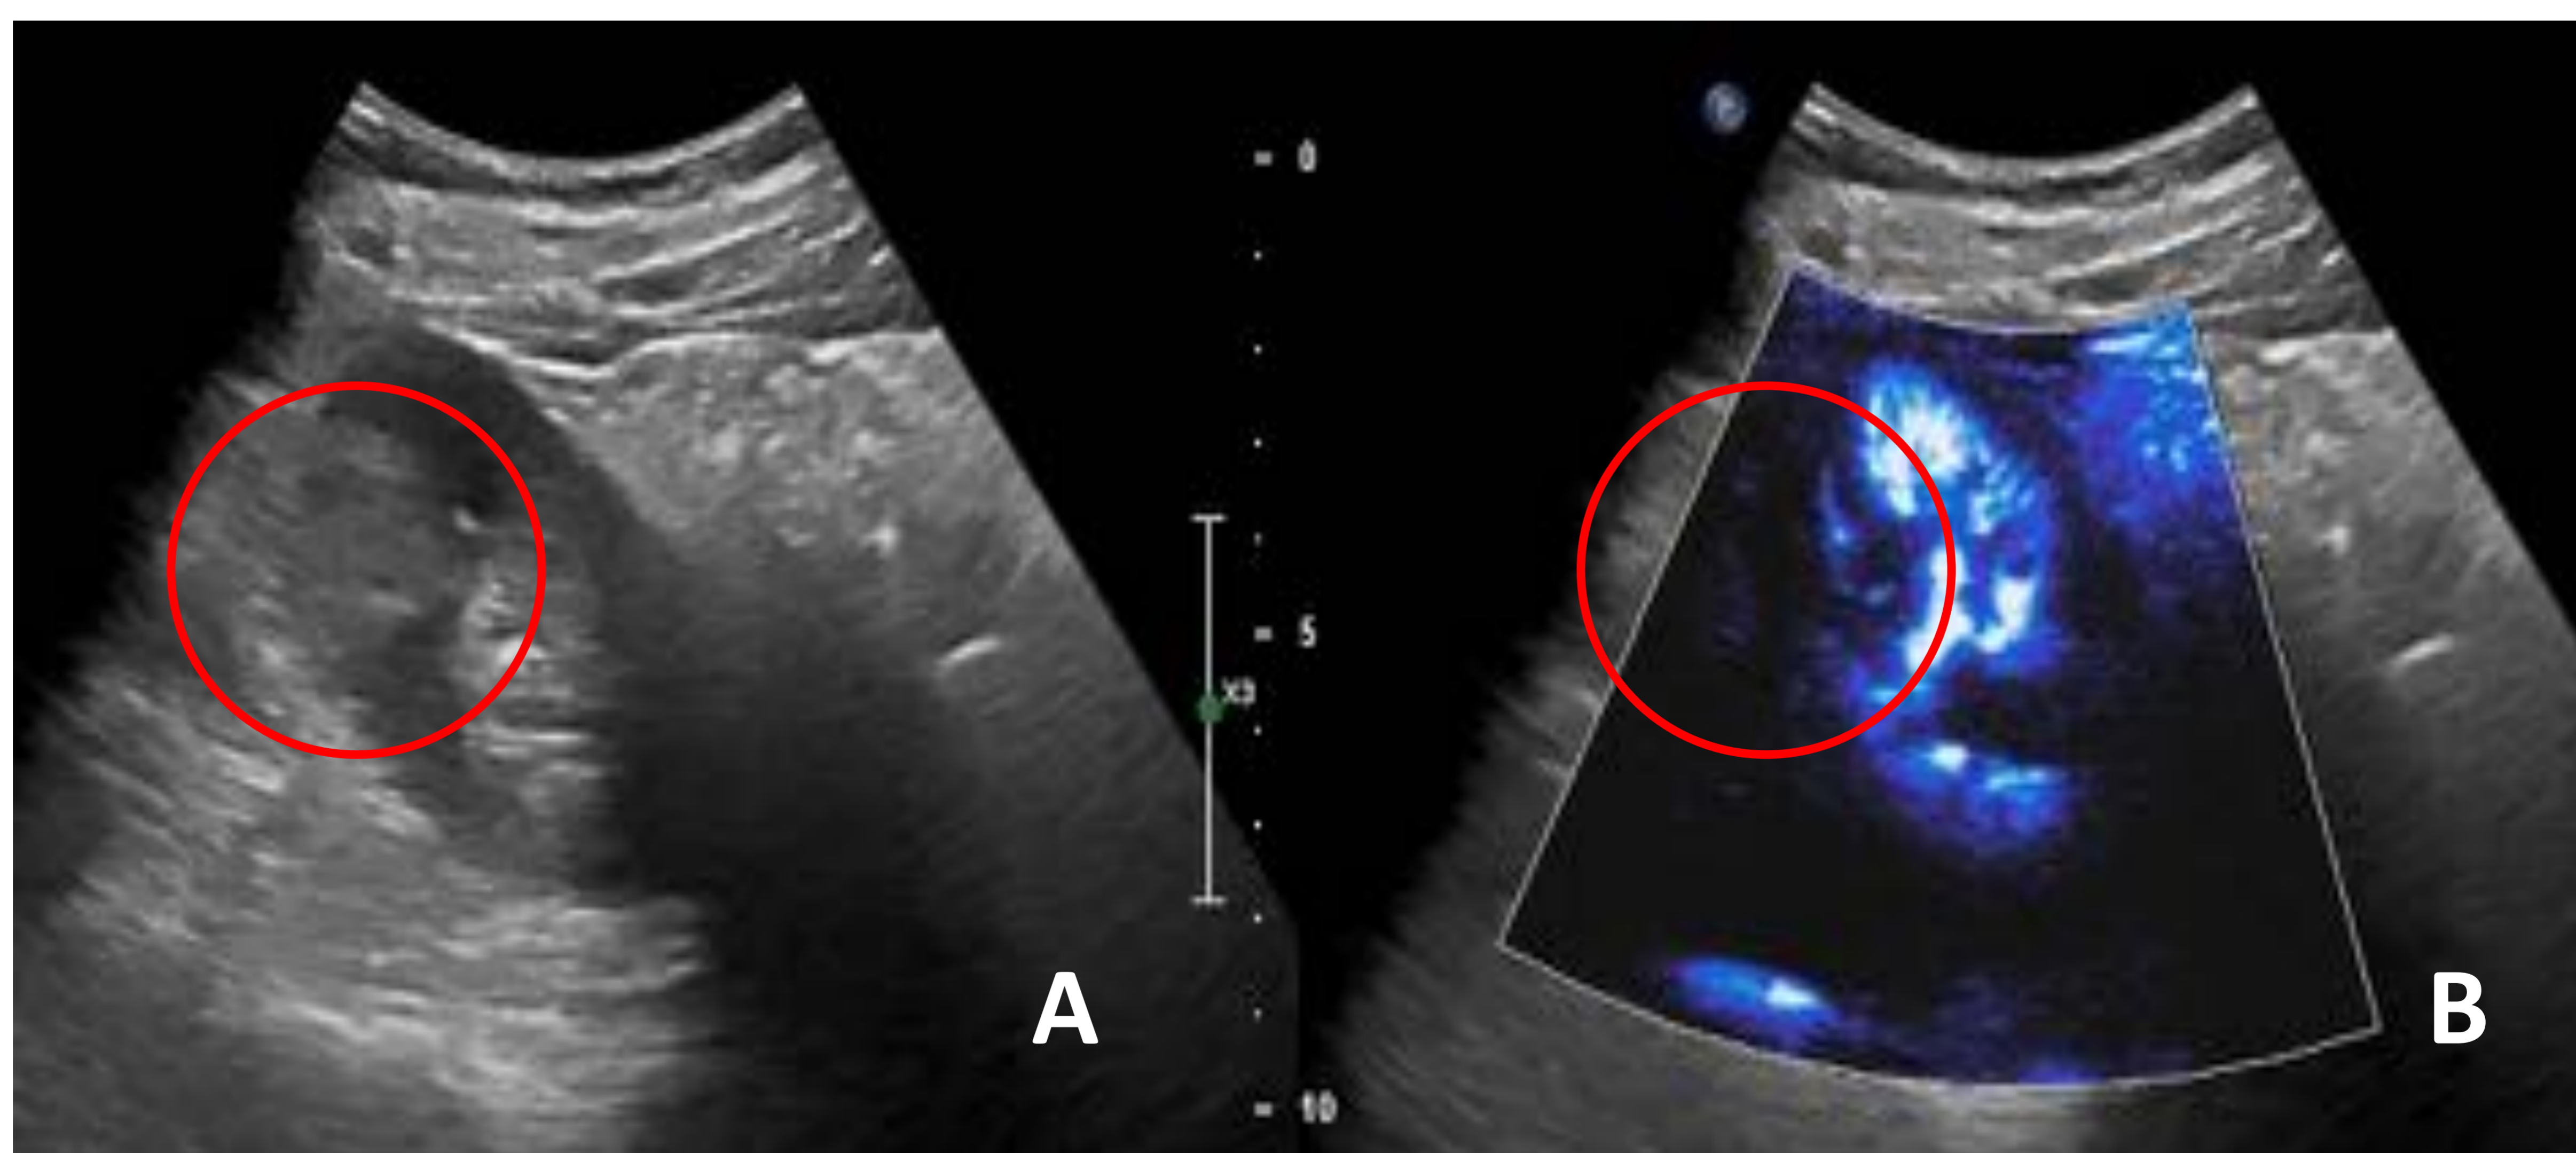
A Lesión cortical hiperecogénica de morfología cuneiforme localizada en polo inferior del riñón derecho. B. En el Power Doppler se observa ausencia de flujo Doppler.
